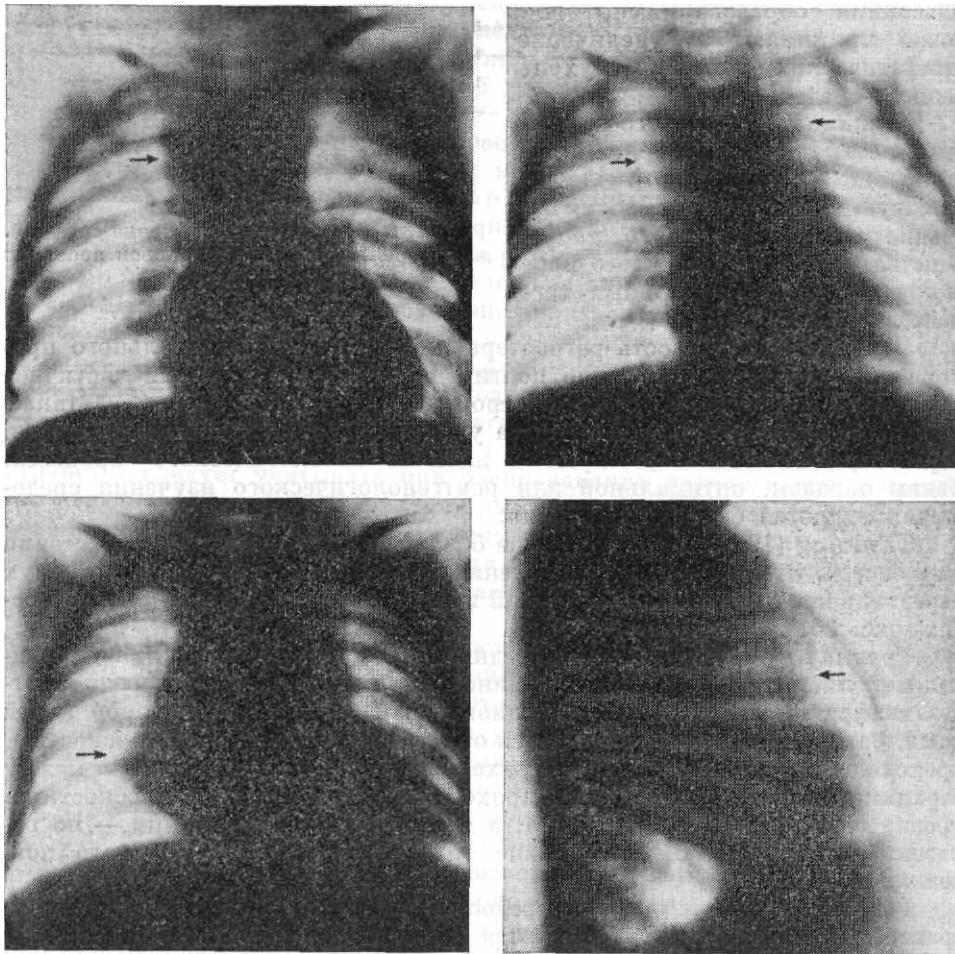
Рентгенограммы органов полости грудной клетки в прямой задней и в правой боковой проекциях. Варианты формы, величины и положения вилочковой железы у детей первого года жизни.
